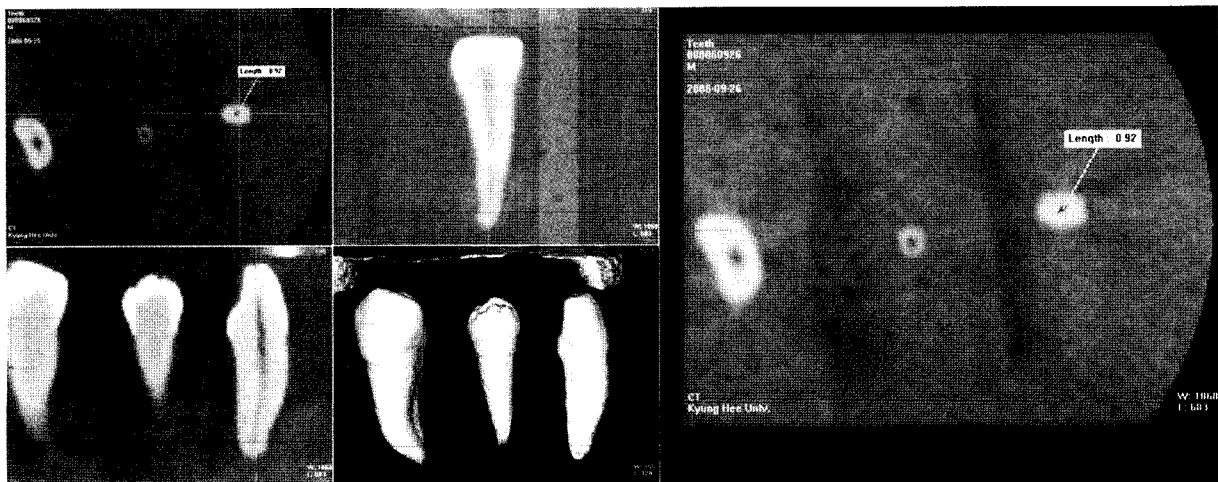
MPR and 3D reconstruction images of mandibular premolars using Cone beam CT.
